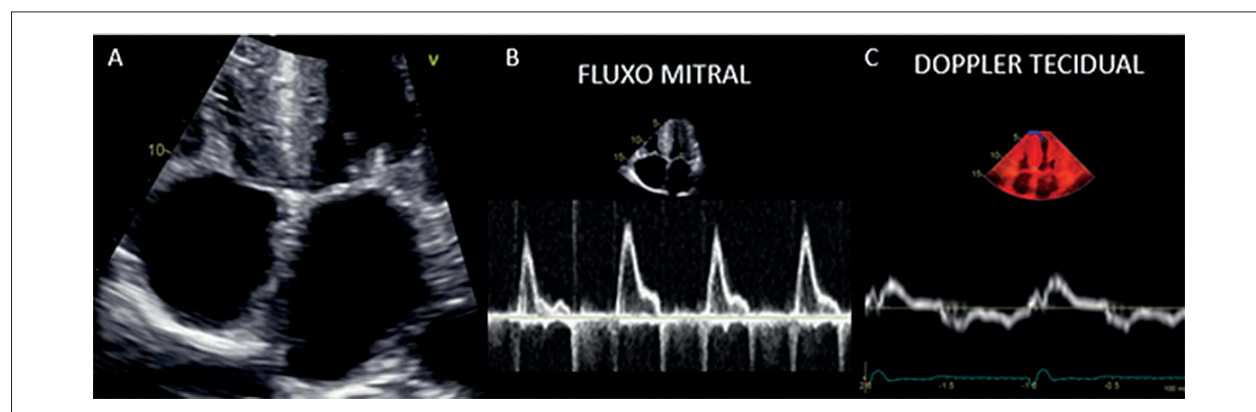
Corte apical de quatro câmaras focado nos átrios e uso do Doppler pulsátil e Doppler tecidual. A: Dilatação dos átrios com aumento de sua espessura. B: Padrão de enchimento do VE restritivo. C: Sinal 5-5-5: redução das velocidades das ondas e' , a' e s' < 5 cm/s.
